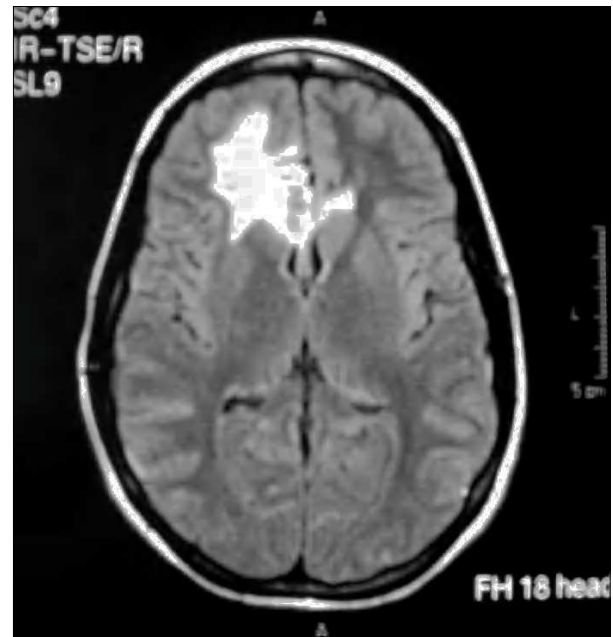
Resonancia cerebral realizada 3 meses después de la radiocirugía en la que observa área de hiperseñal en T2 indicativa de edema.
